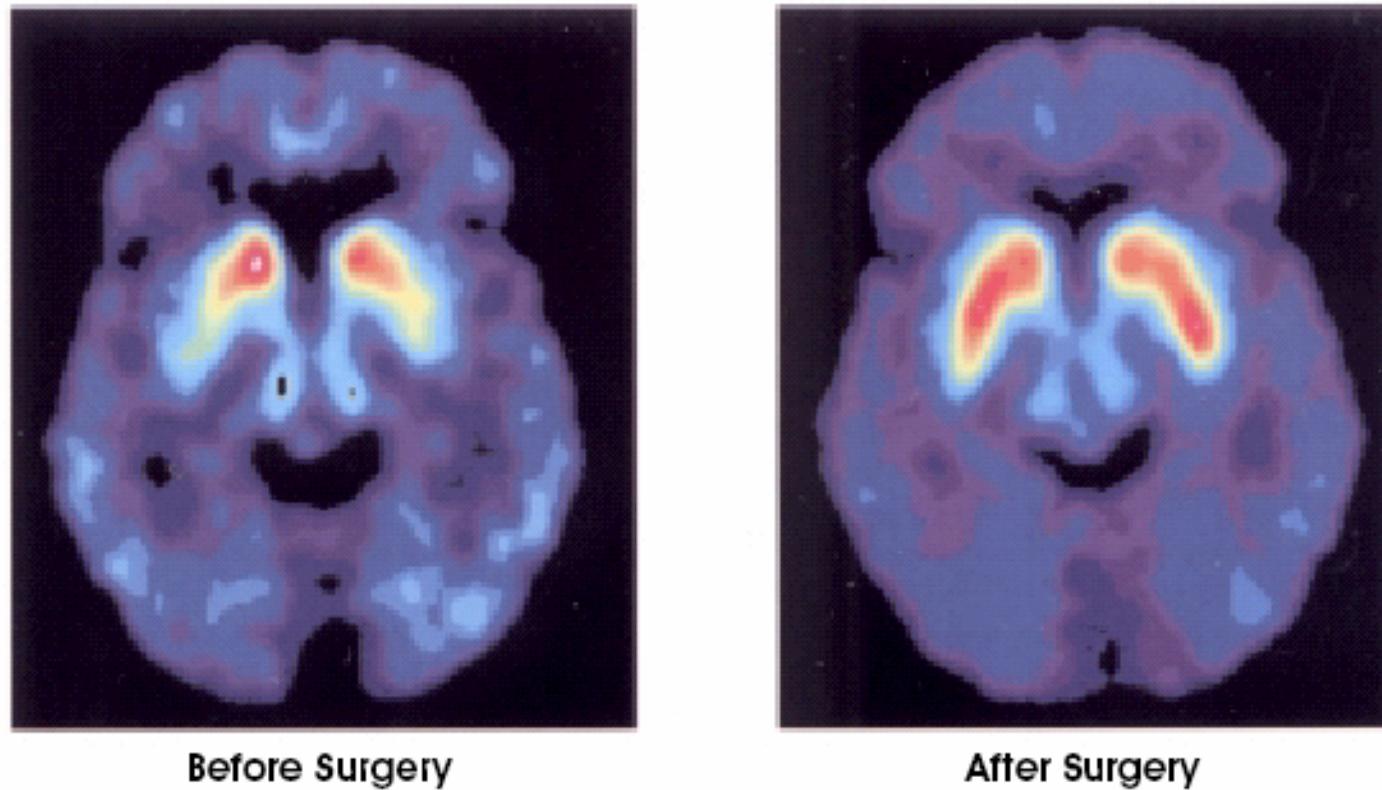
Positron Emission Tomography (PET) images from a Parkinson's patient before and after fetal tissue transplantation. The image taken before surgery (left) shows uptake of a radioactive form of dopamine (red) only in the caudate nucleus, indicating that dopamine neurons have degenerated. Twelve months after surgery, an image from the same patient (right) reveals increased dopamine function, especially in the putamen. (Reprinted with permission from N Eng J Med 2001;344 (10) p. 710.)
